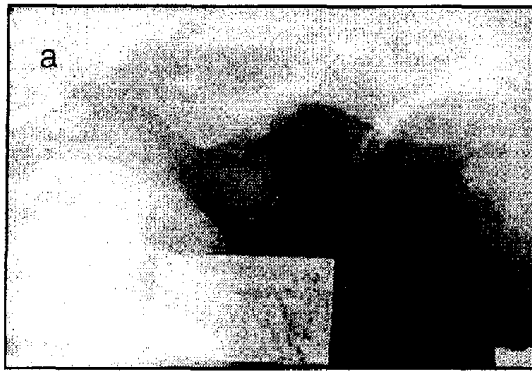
Рентгенограми хворого В., а – до операції, б – через 2 міс після операції, в – через 5 міс після операції.
